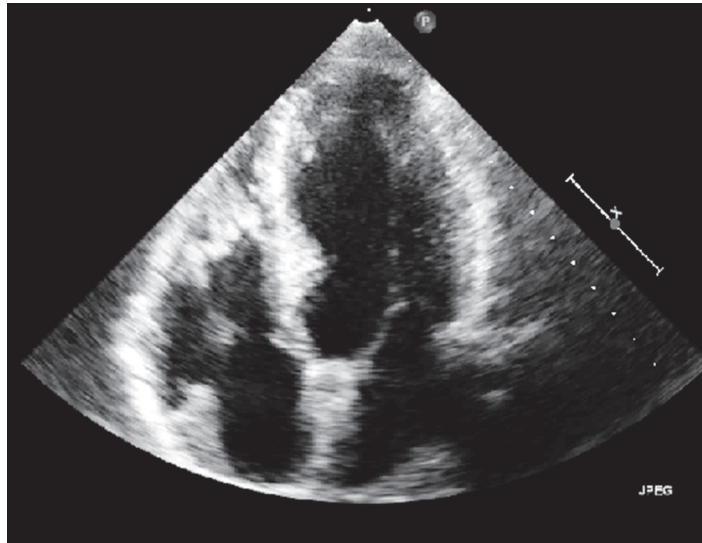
Ecocardiografía. Se observa hipertrofia ventricular izquierda sin dilatación de cavidades
